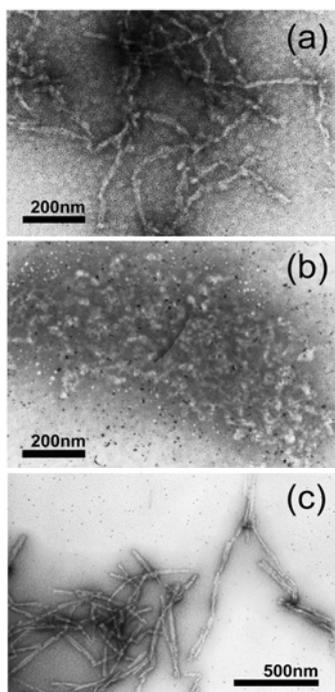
(a)超音波照射, (b)攪拌, (c)シーディングによって形成された mPrP(23-231) アミロイド線維の電子顕微鏡画像.
